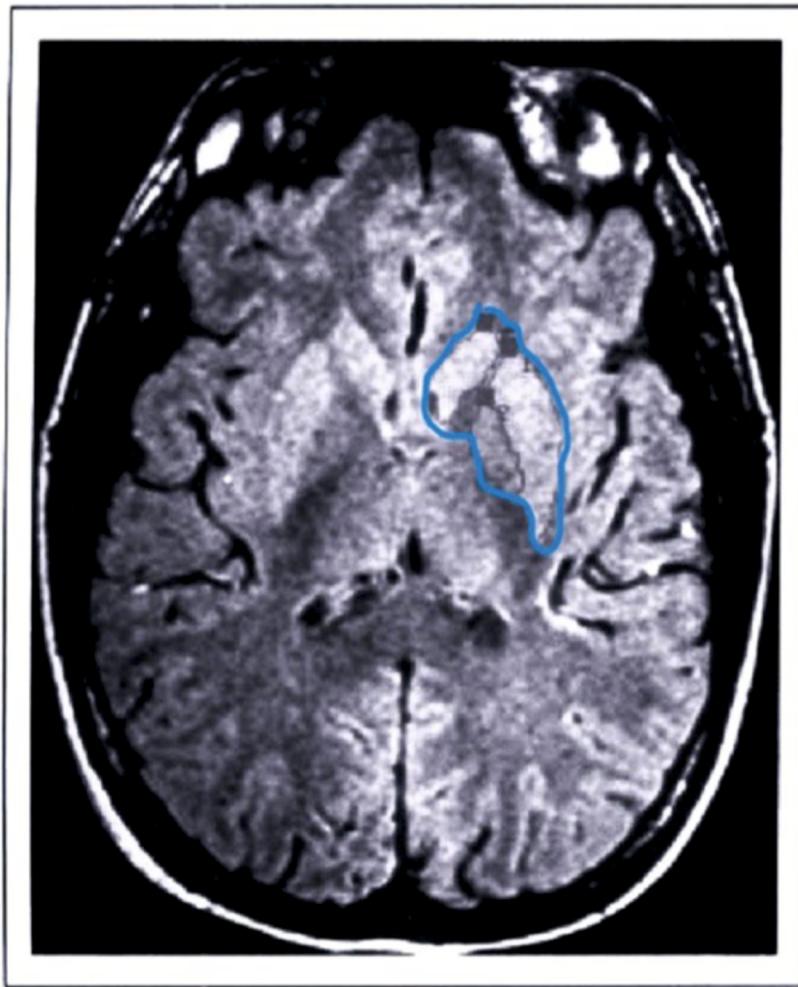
Двумерное аксиальное МРТ-изображение с пространственной идентификацией базальных ганглиев, обозначенных синей контурной линией [42]
